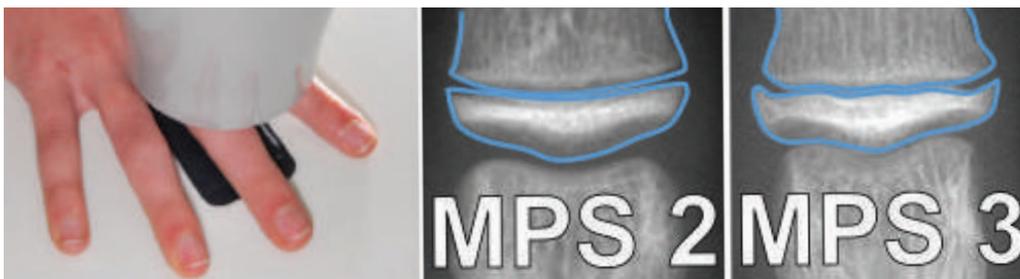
Esempio di acquisizione radiografia MPM e stadi 2 e 3 (MPS2 e MPS3, rispettivamente).
